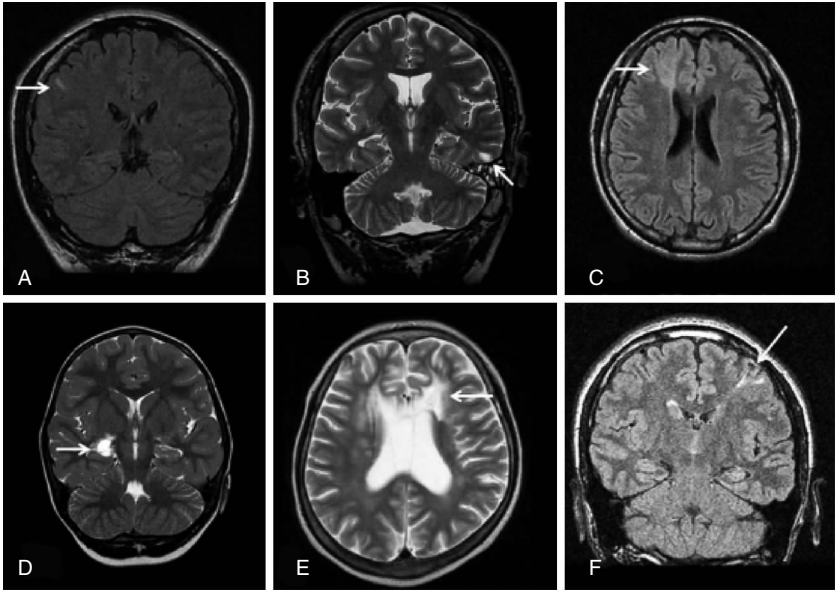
各亚型 FCD 患者的常规 MRI 影像学表现<sup>[31]</sup>。
